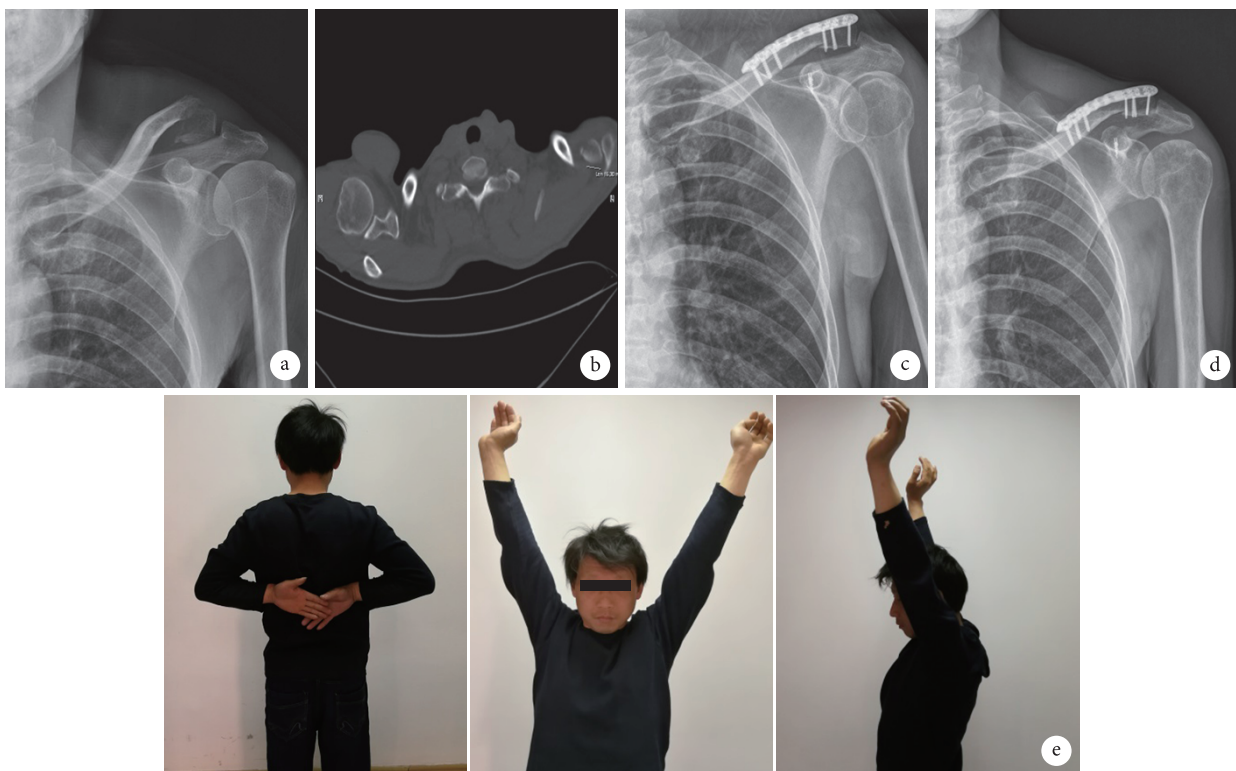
重建组患者，男，42 岁，左锁骨远端骨折 (Neer II b 型) a. 术前 X 线片；b. 术前 CT；c. 术后 1 d X 线片；d. 术后 10 个月 X 线片；e. 术后 15 个月肩关节功能
